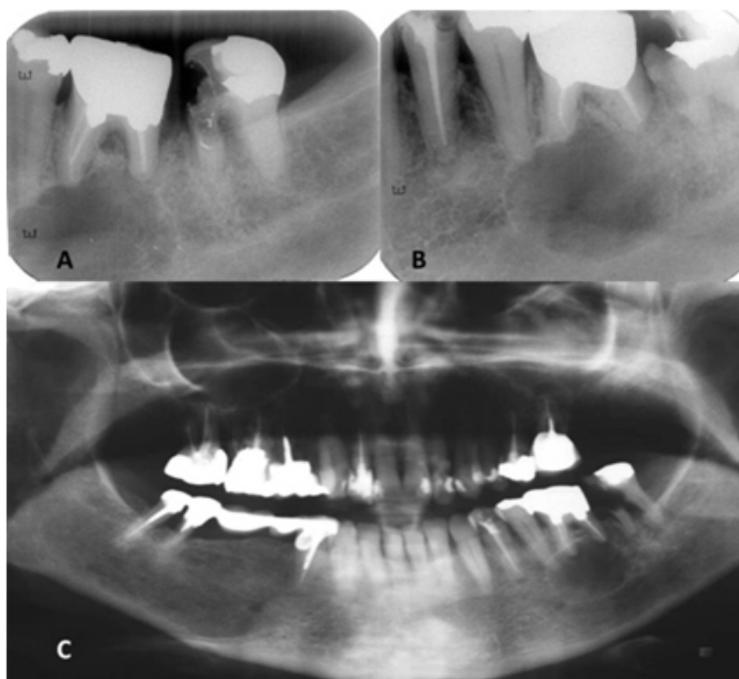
En las radiografías periapicales A y B, se muestra extensa lesión cariosa con compromiso de furca en el segundo molar inferior izquierdo y área radiolúcida circular, bien delimitada, rodeada por halo radiopaco en el primer molar inferior izquierdo, compatible con quiste periapical. C: la radiografía panorámica muestra relación de la lesión con estructuras vecinas, especialmente con el canal mandibular.
